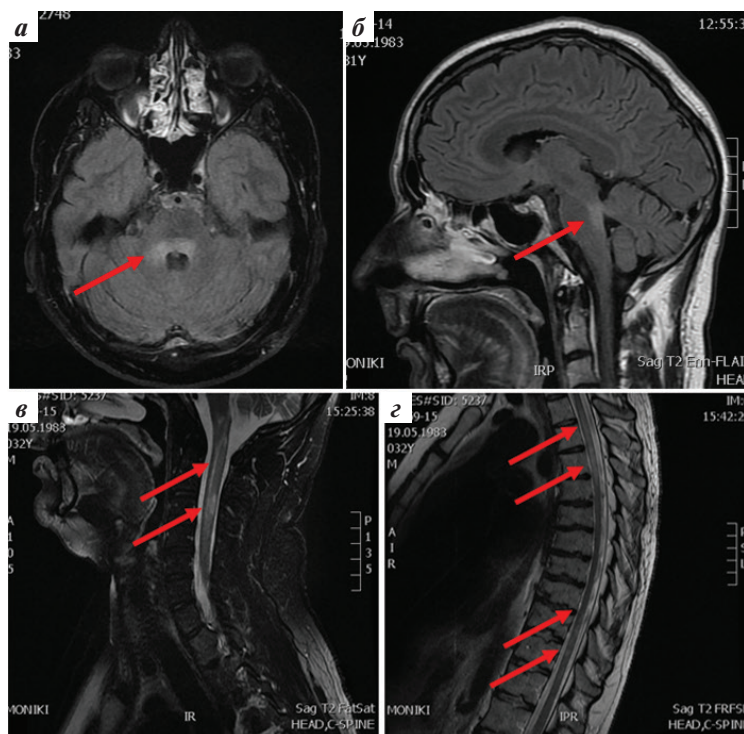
Пациент К., 36 лет. Магнитно-резонансная томография (МРТ) головного мозга (а, б), МРТ спинного мозга (в, з). У пациента в 30 лет возник эпизод шаткости походки и снижения конвергенции глаз. Спустя 3 мес на фоне острой респираторной вирусной инфекции начались рецидивирующие атаки оптического неврита и поперечного миелита. Развились спастический тетрапарез с преимущественным поражением нижних конечностей, глазодвигательные нарушения, грубый нистагм и бульбарная дизартрия. При МРТ головного мозга была выявлена зона патологически повышенного МР-сигнала в задних отделах моста, переходящая на основание средних ножек мозжечка (а, б). При МРТ также было обнаружено протяженное очаговое поражение вещества спинного мозга в шейном и грудном отделах (в, з). В итоге сформировался продольный обширный поперечный миелит на уровне С2–5, Th2–11. Анализ на антитела к аквапорины 4 оказался положительным. На фоне лечения глюкокортикостероидами (пульс-терапия метилпреднизолоном, преднизолоном per os) была положительная динамика в виде появления движений в нижних конечностях. Лечение интерфероном бета-1b не давало эффекта. На момент исследования у пациента не была установлена ремиссия. Катамнестическое наблюдение составило 2 года
